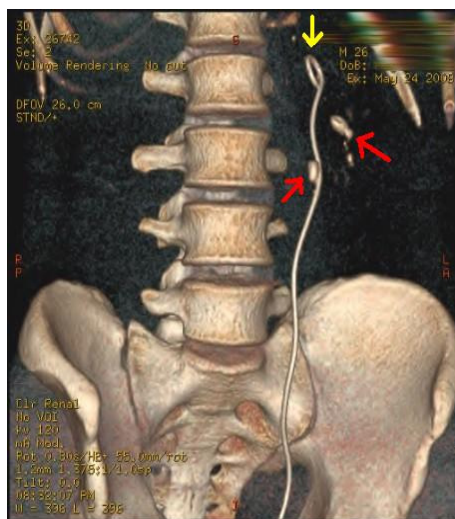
reconstructie de ureter prin CT 3D
